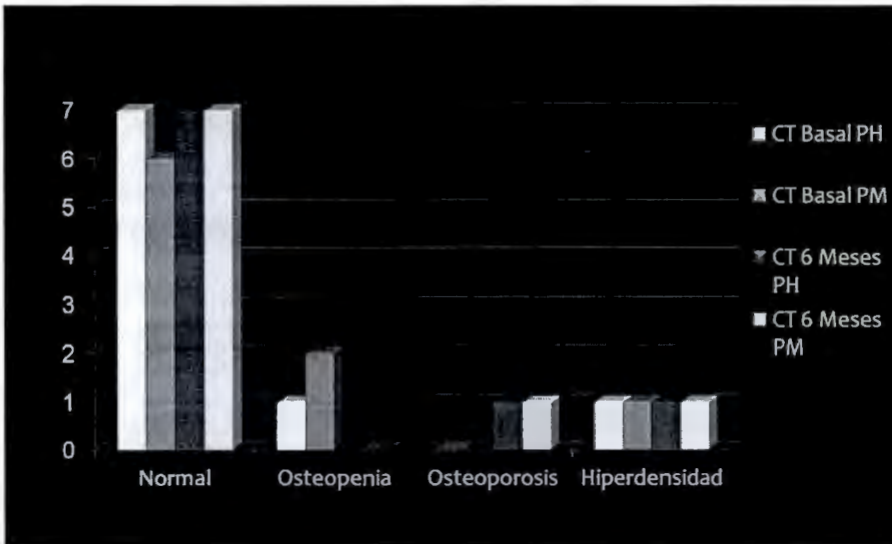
Variabilidad en la prevalencia de baja reserva ósea corporal total (CT) de acuerdo con dos bases de referencia. La interpretación en base al densitómetro subestima la prevalencia de DMO baja. [Normal (PZ DMO ± 1), osteopenia (PZ DMO -1 a -2.49) y osteoporosis [(PZ DMO < -2.5 |)] PH base de datos del aparato. PM datos de referencia de densidad mineral ósea pico en población mexicana.
